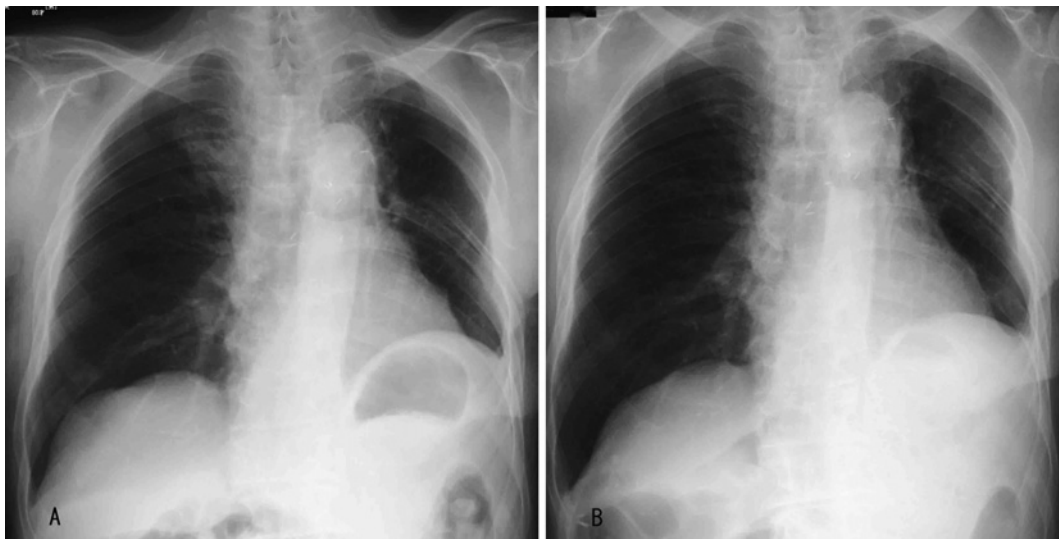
A: A chest X-ray film on admission shows an infiltrative shadow in the right upper lung field. B: A chest X-ray film after radiotherapy shows reduction of the tumor shadow in the right upper lung field.
